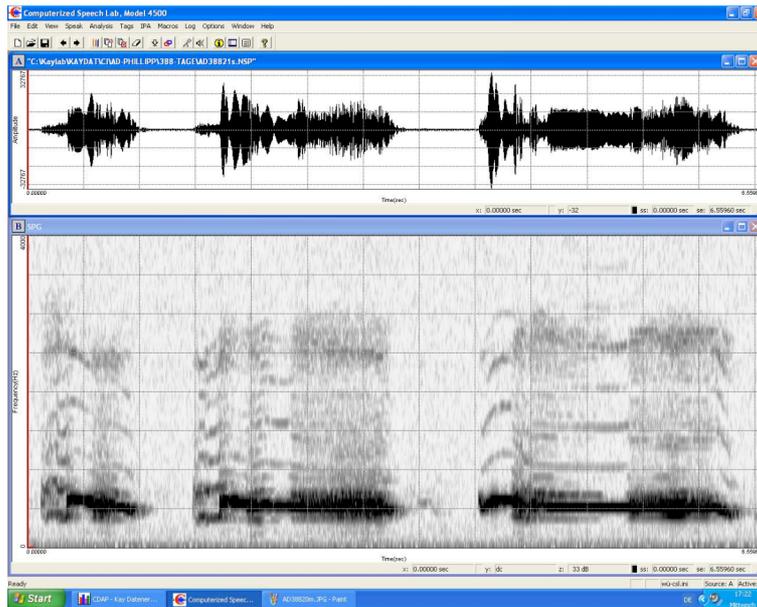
Auftreten einer entwickelten Form propriozeptiver Laute im Höralter von 308 Tagen, die offenbar die Funktion einer Resonanzabstimmung haben.
